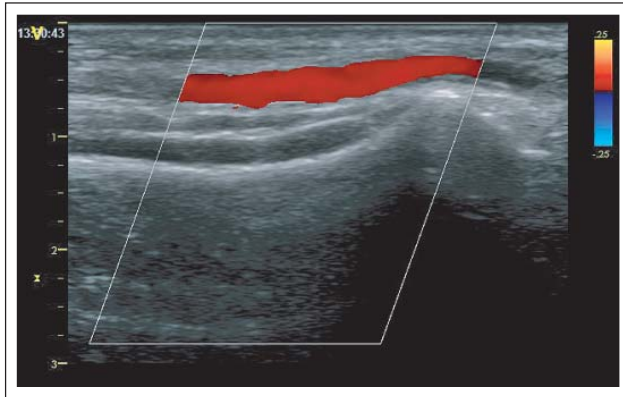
Unauffälliges Farbdopplersignal in der Arteria radialis
